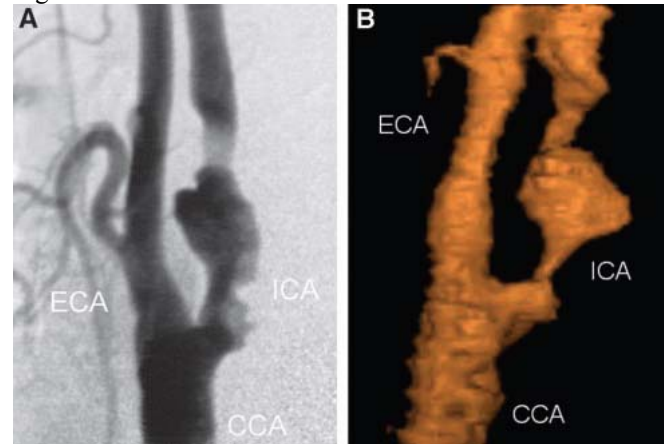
Comparacion entre las imágenes 4D de una sonografía Doppler extracraneal a la derecha frente a las de una angiografía por substraccion digital en la carótida [15].
